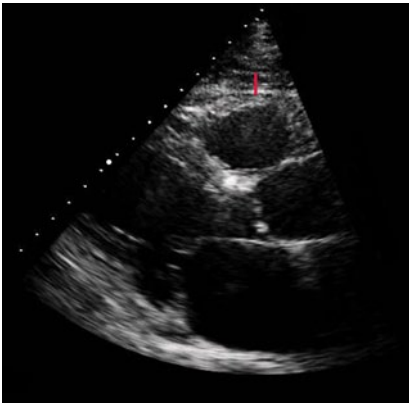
▲ Echokardiographie: parasternale lange Achse eines Patienten mit deutlich sichtbarem epikardialem Fett vor dem rechten Ventrikel; Standbild mit einer Messmöglichkeit der Dicke des epikardialen Fetts in der Langachse (roter Balken)
